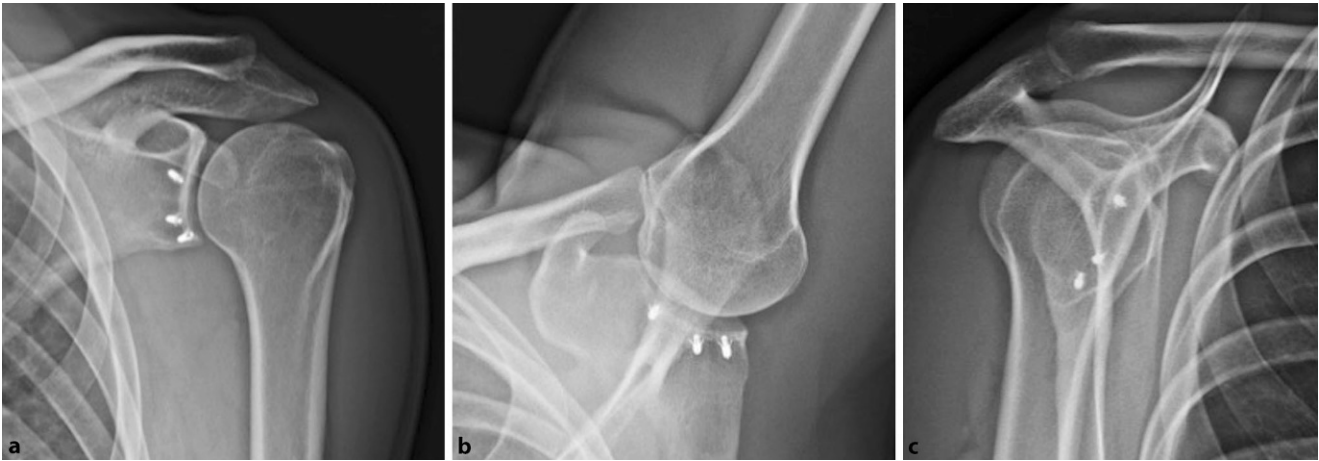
▲ Verifizierung der Ankerlage im Schulterröntgen in 3 Ebenen nach offenem Bankart-Repair. a a.-p., b axial, c y-view
